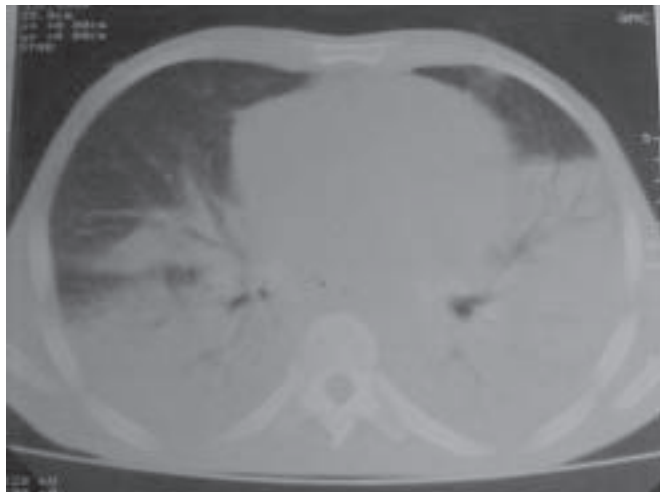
Tomografia computadorizada de tórax sugestiva de síndrome de desconforto respiratório agudo
